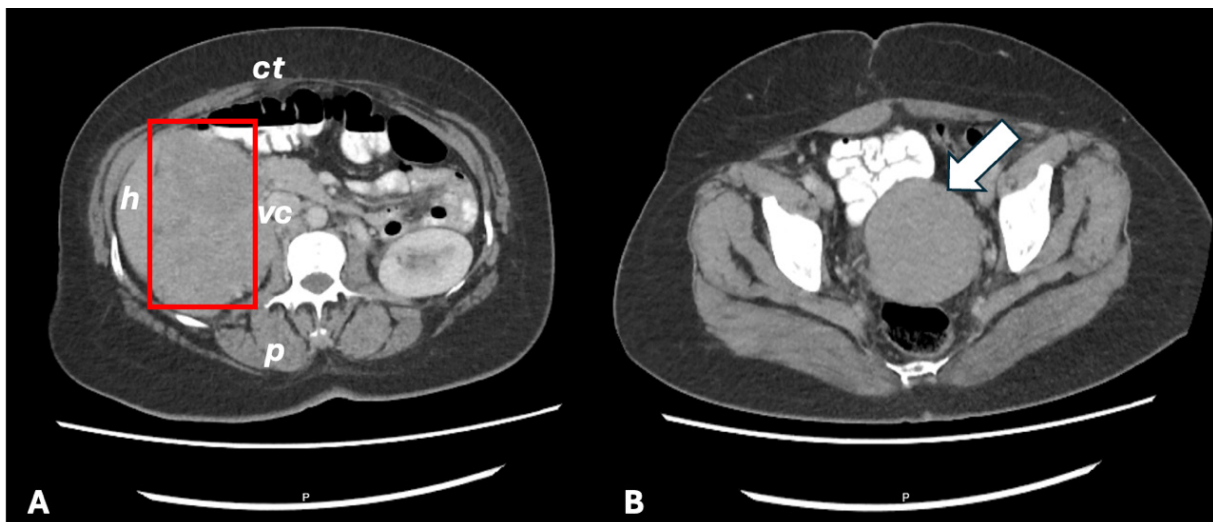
A. Corte axial de tomografía computarizada de abdomen y pelvis donde se aprecia el tumor retroperitoneal (cuadro rojo) en contacto con el borde inferior del hígado (h), colon transverso (ct), vena cava (vc) y músculo psoas (p). B. Corte axial de tomografía computarizada de abdomen y pelvis en la que se observa el mioma en muñón cervical (flecha blanca). Fuente: elaborado por los autores.
